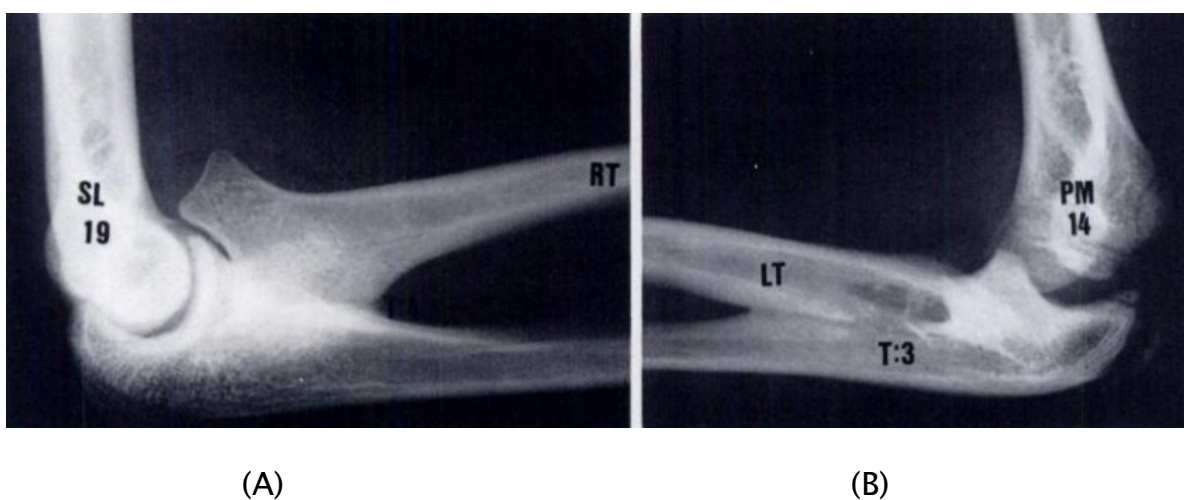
radiographie de profil latéral et profil médial de l'articulation du coude montrant une SRCC avec (A) luxation postérieure de la tête radiale (B) luxation antérieure de la tête radiale. [35]
